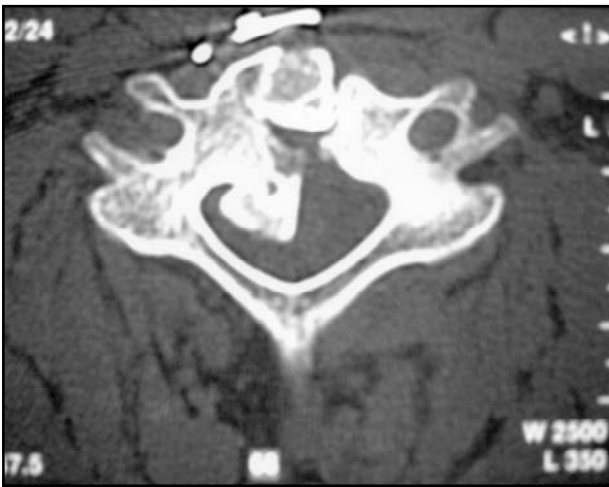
Tomografia computadorizada de coluna cervical mostrando descompressão parcial ao nível de C5 com enxerto de crista ilíaca e placa anterior.
